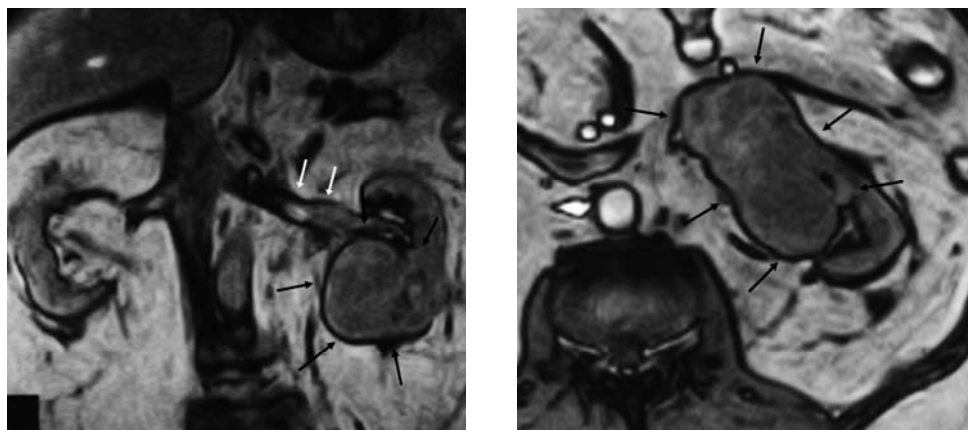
MRI showed left renal tumor with intravenous thrombus at the distal half of left renal vein.
